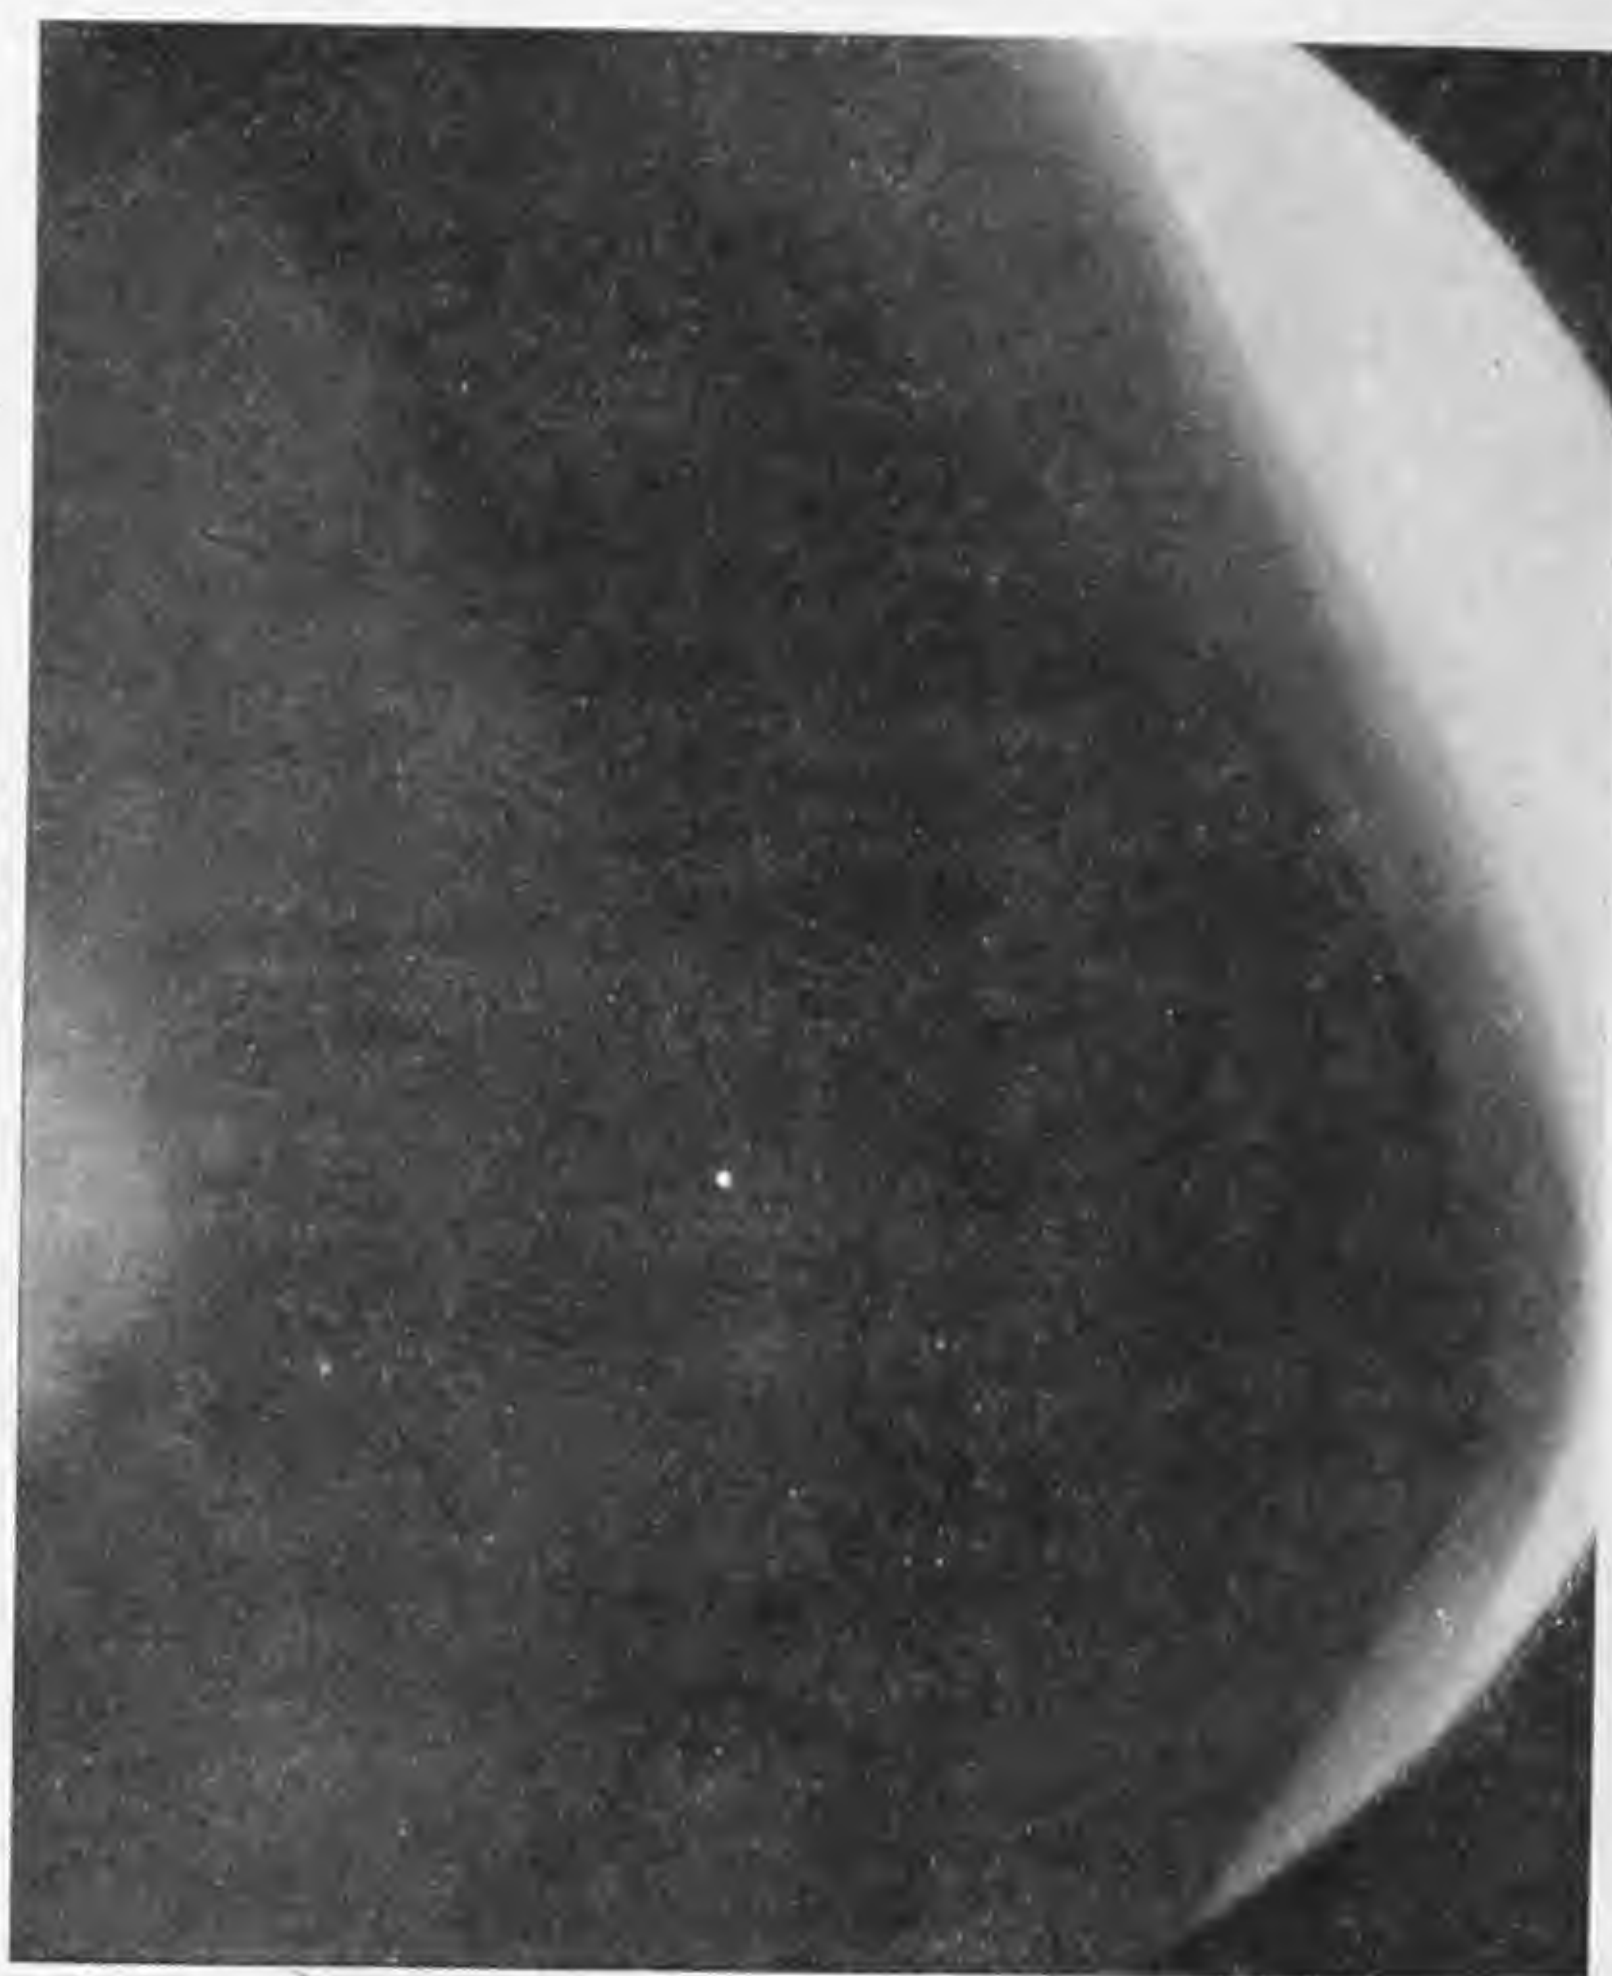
Radiografia eseguita nell'ottobre 1928 sull'arto semiflesso in proiezione latero-laterale.
